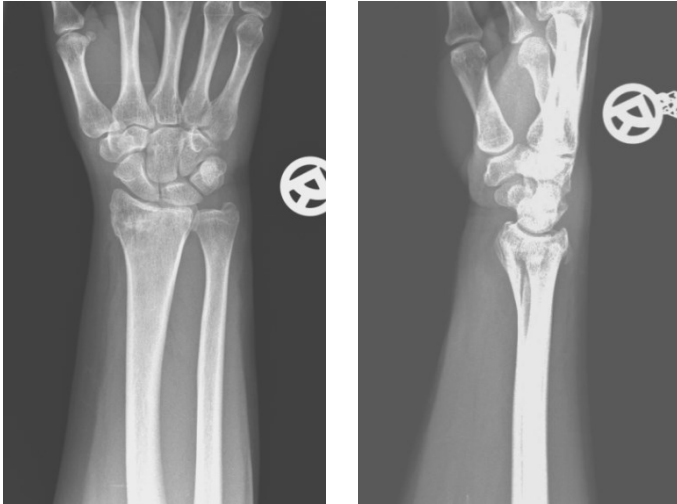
Röntgen a.p. und seitlich vom Unfalltag
